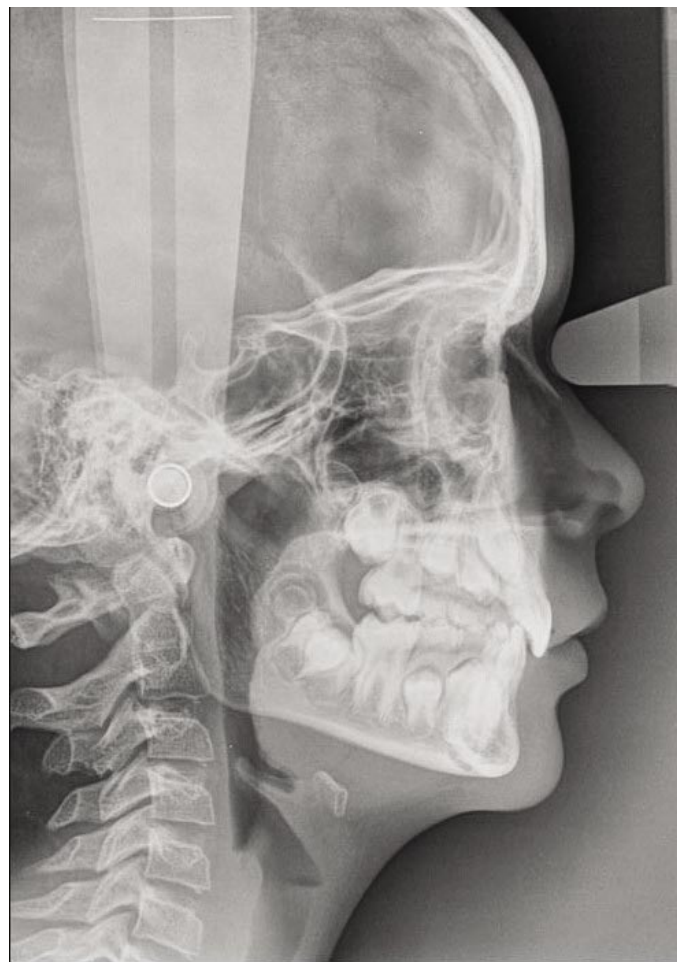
Telerradiografía lateral de cráneo efectuada con técnica digital.
